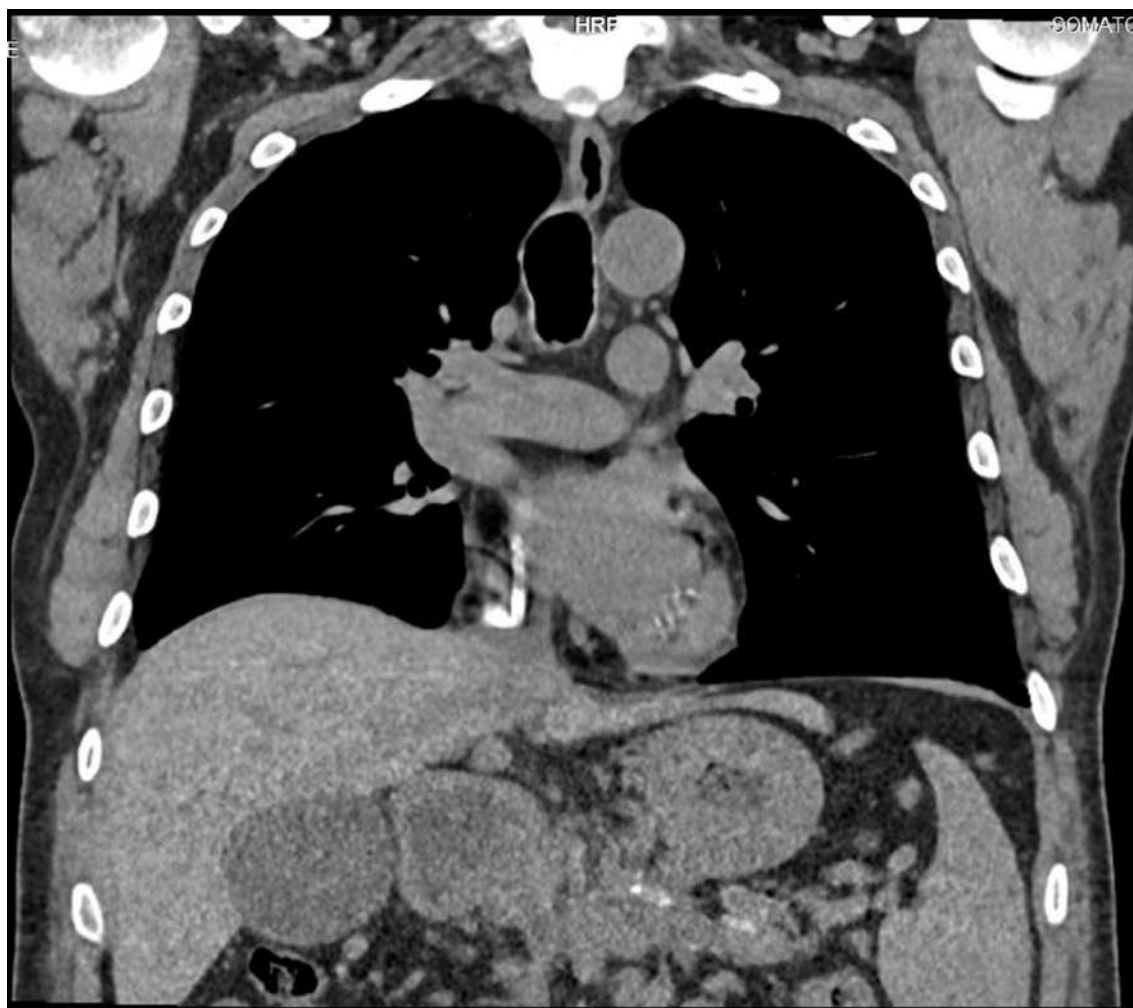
Tomografía con acodamiento de la punta.
